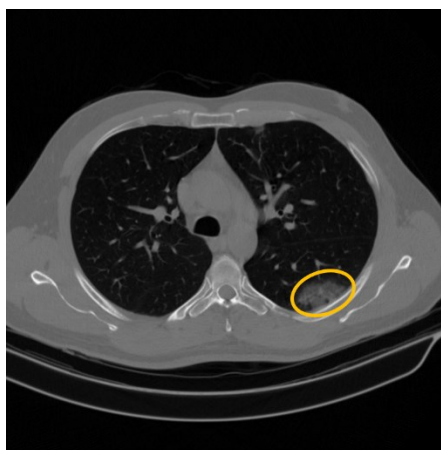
Opacidade em vidro fosco visto em tomografia pulmonar - Fonte Própria (2022)
